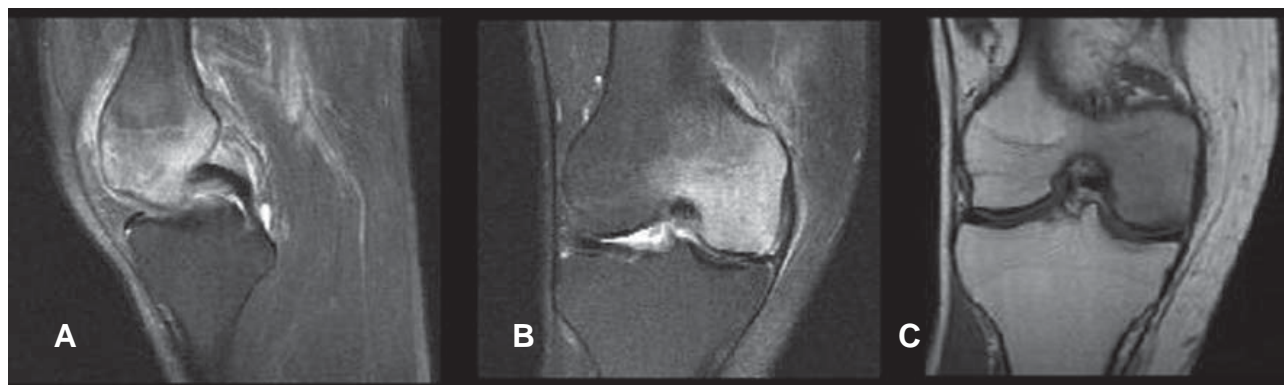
RMN ao joelho direito de Outubro de 2008. Um mês depois do início dos sintomas, as imagens mostram extensa alteração do sinal do osso medular do côndilo femoral interno em quase toda a sua extensão, traduzindo-se em extenso edema medular. Ligeira irregularidade do contorno da cartilagem articular deste côndilo femoral. A) corte no plano sagital; B) e C) cortes no plano coronal; A) e B) apresentam hipersinal; C) corte no plano coronal ponderado em T1 que apresenta diminuição global do sinal.
